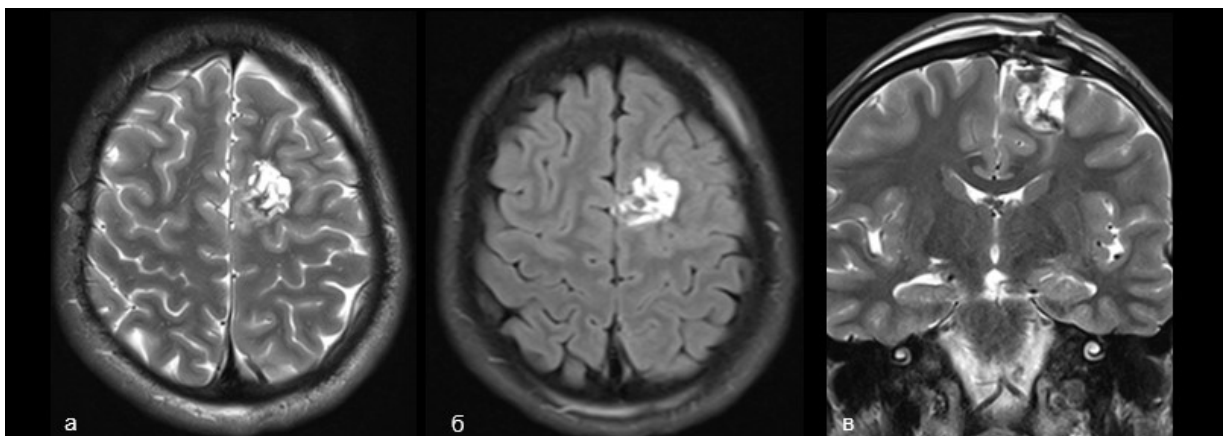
Пациент К. Постоперационная МРТ. Определяется зона постоперационных кистозно-глиозных изменений в левой лобной доле. Картина тотальной резекции патологического очага (а, б, в)
